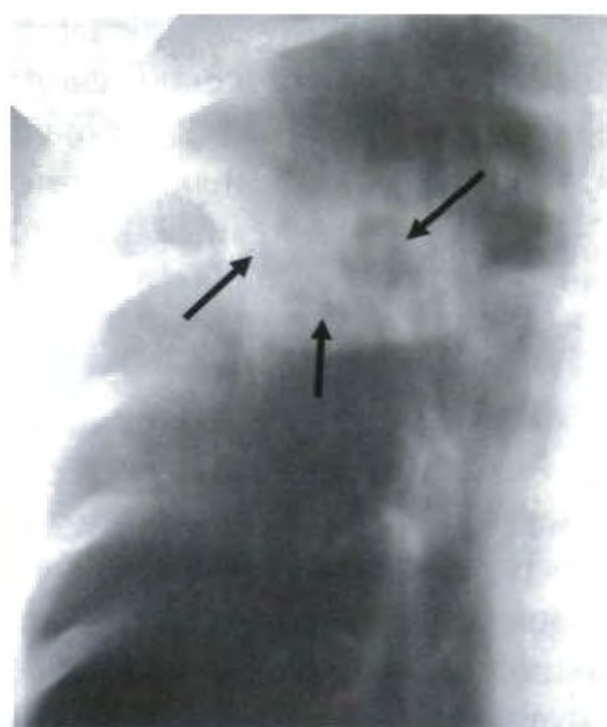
Множественные формирующиеся полости неправильной формы (томограмма).
